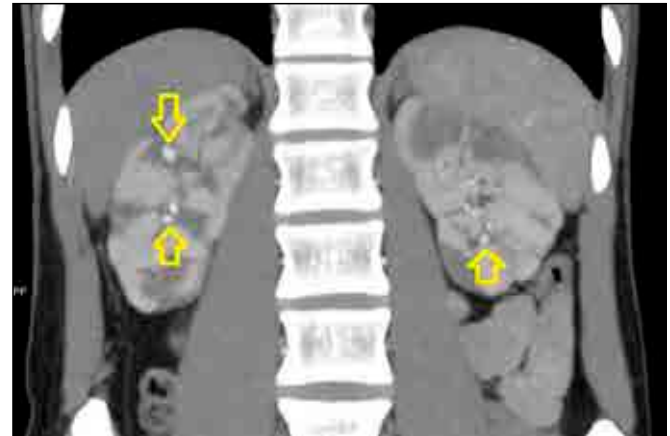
Contrast enhanced tomography showed multiple aneurysms in lobar branches of bilateral renal artery. Some of them are pointed with yellow arrows.
